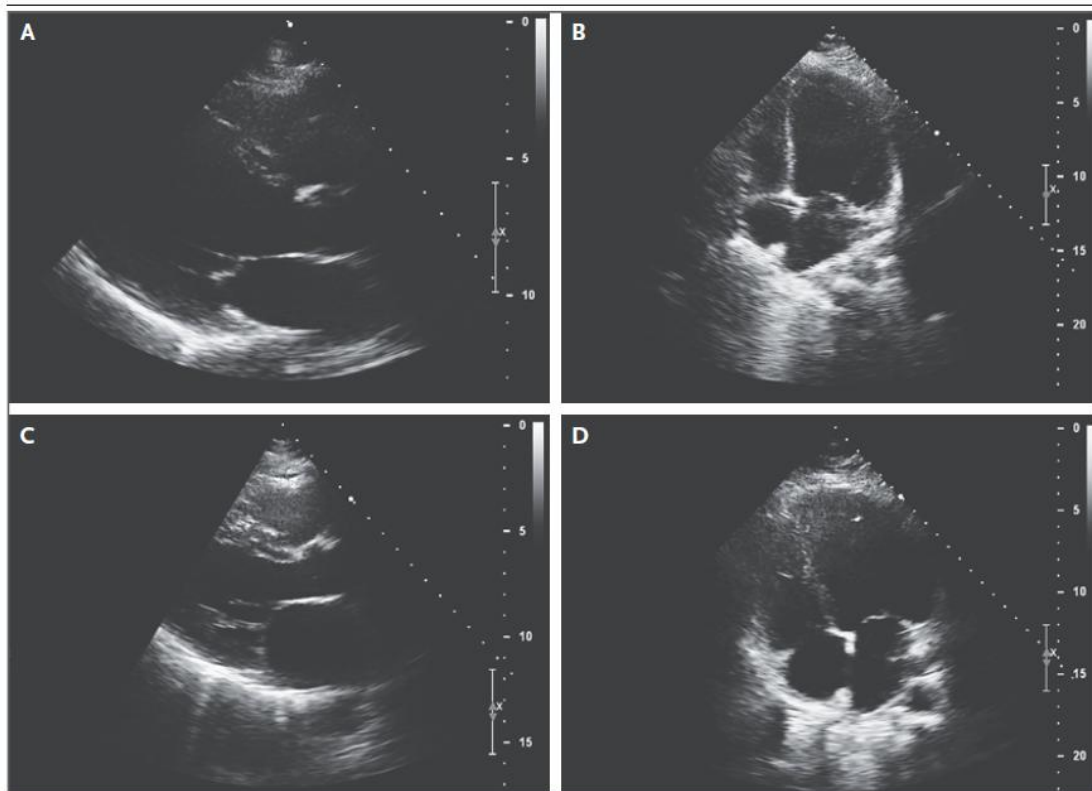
Transthoracic Echocardiographic Studies.
